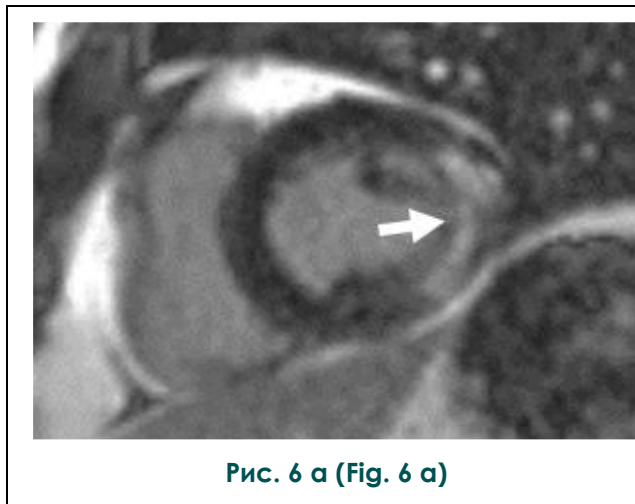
А – МРТ сердца с отсроченным контрастированием. Б – нативное T1-картирование миокарда.
